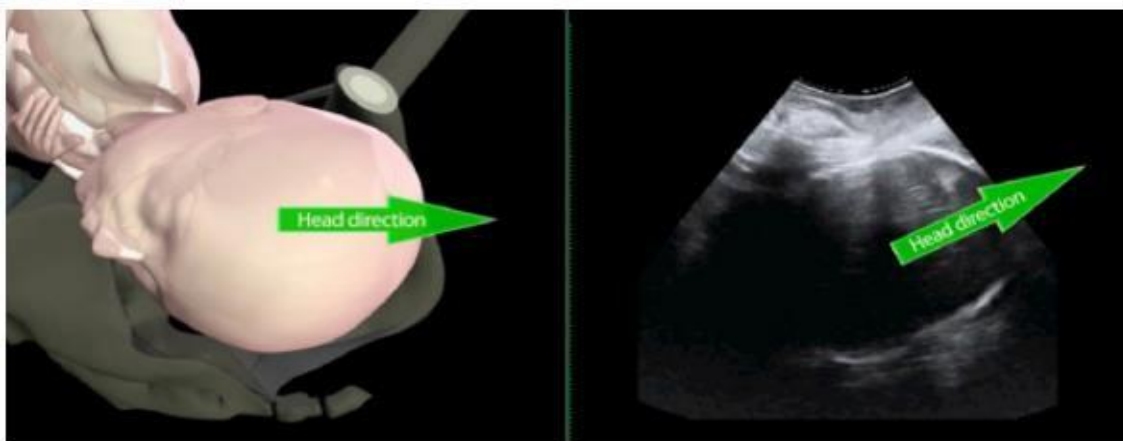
Dirección de la cabeza fetal: horizontal (izquierda) y cabeza hacia arriba (derecha). Nota. Adaptado de ISUOG Practice Guidelines: intrapartum ultrasound
